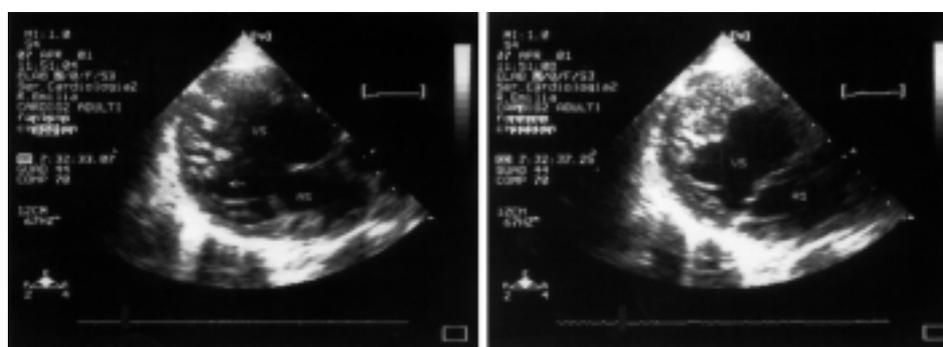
Ecocardiografia transtoracica, proiezione asse lungo parasternale (sezione off-axis). A sinistra: diastole, la parete ventricolare sinistra presenta profondi recessi e numerose trabecolazioni (freccia). A destra: sistole, cospicua ipertrofia della porzione apicale del ventricolo sinistro; anche in fase sistolica la parete miocardica è disomogenea e conserva numerosi recessi intertrabecolari. Abbreviazioni come in figura 2.
